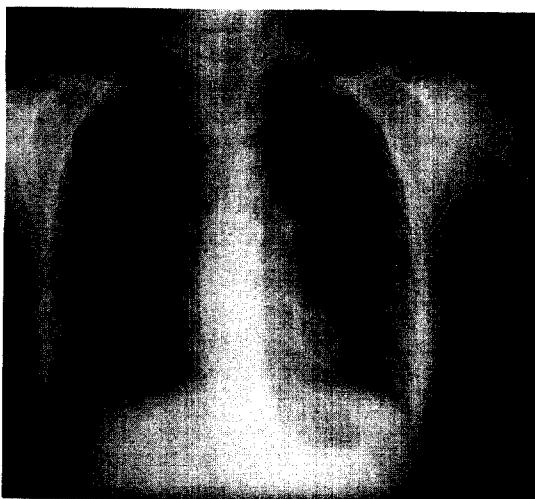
Chest radiograph shows minimal reticulonodular shadows in both lungs and slight hyperlucency on both upper zone.
